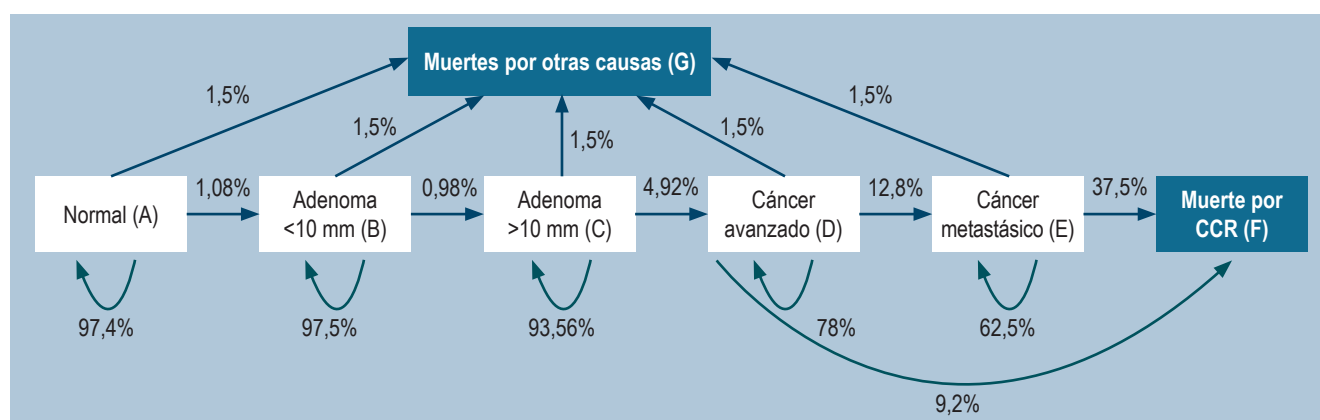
Modelo de Markov que simula la historia natural del CCR en la que se incluyeron 5 etapas de transición de salud. Las etapas son sucesivas. Elaborada por los autores a partir de la información recolectada en: López-Kostner F, et al. *Rev Med Chil.* 2018;146(6):685-692⁽³¹⁾; Gupta S, et al. *Gastroenterology.* 2020;158(4):1154⁽³³⁾; Vatn MH, et al. *Cancer.* 1982;49(4):819-25⁽³⁴⁾; Williams AR, et al. *Gut.* 1982;23(10):835-42⁽³⁵⁾; Clark JC, et al. *Int J Cancer.* 1985;36(2):179-86⁽³⁶⁾; Arminski TC, et al. *Dis Colon Rectum.* 1964;7:249-61⁽³⁷⁾; Rickert RR, et al. *Cancer.* 1979;43(5):1847-57⁽³⁸⁾.
